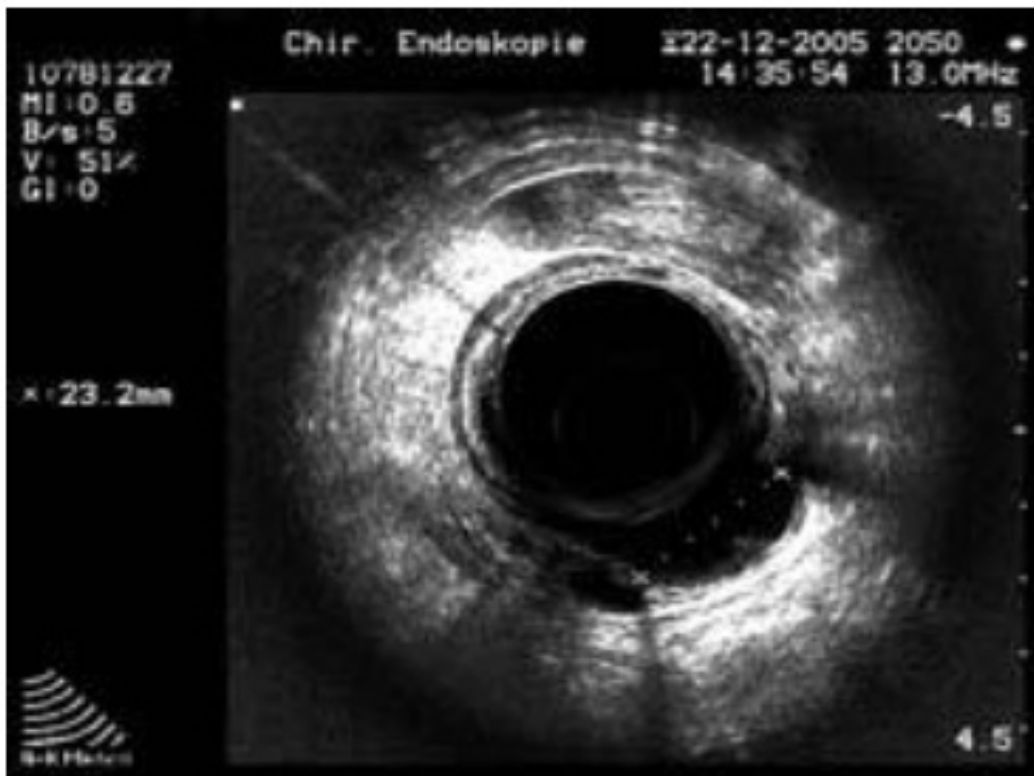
échographie endo-rectale d'un kyste vestigiale [108]
